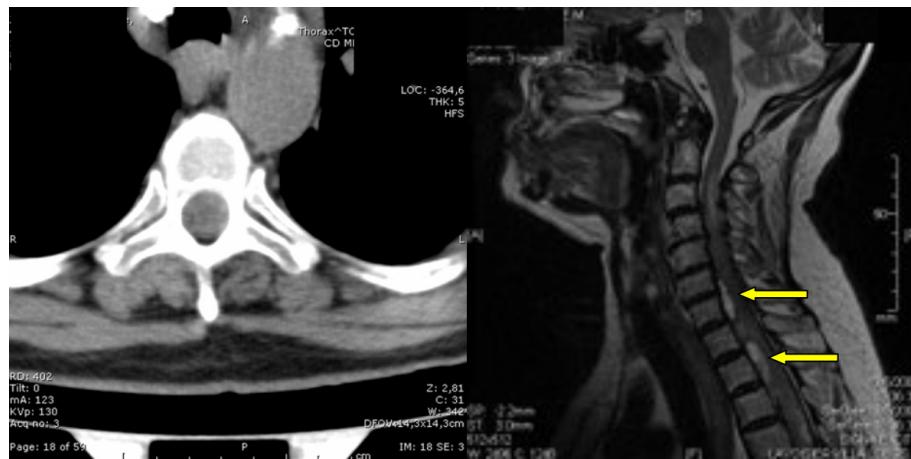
A - tomografia computadorizada da coluna cervical normal; B - ressonância nuclear magnética apresenta hipersinal em T2 saculares, localizados em C5-C6 e C6-T1 (setas), associando imagem com hipersinal intramedular em C1-C2 correspondente à isquemia medular.
